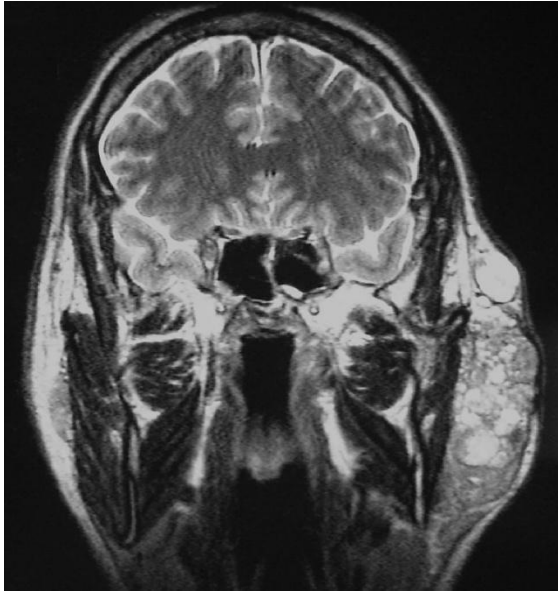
Récidive multifocale d'un adénome pléomorphe en IRM.
